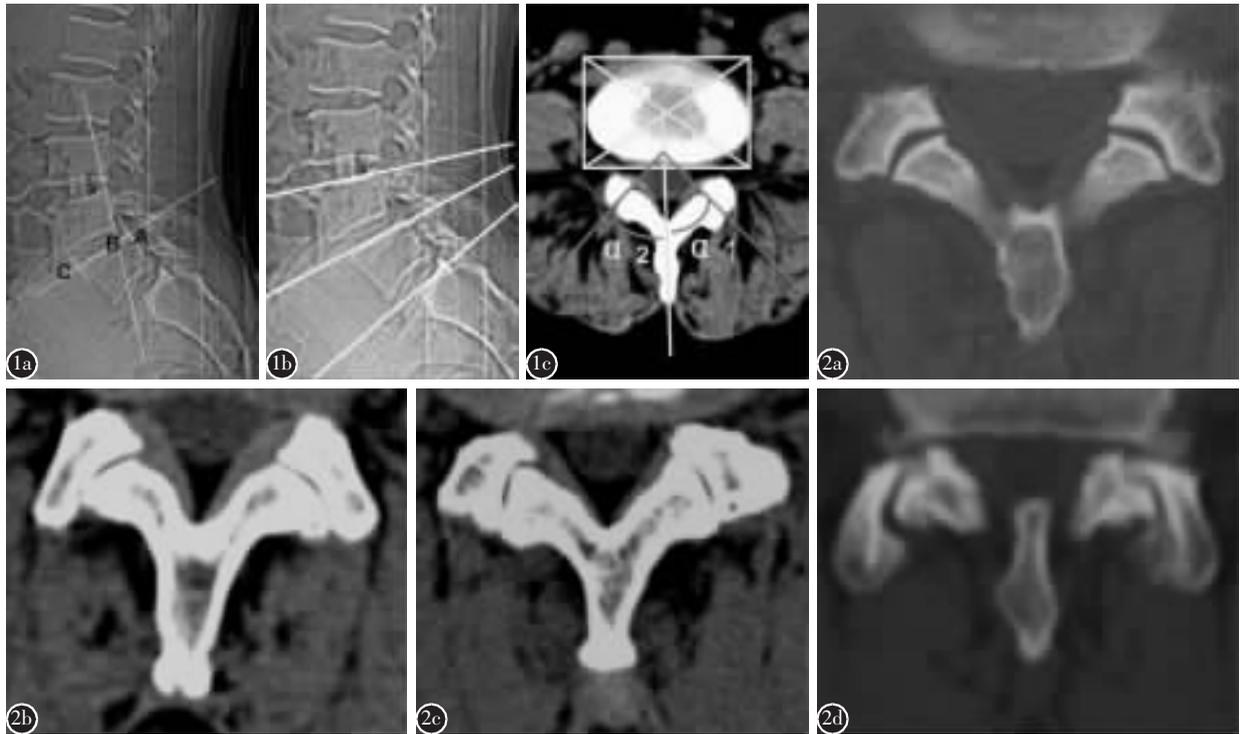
a 在矢状位腰椎 CT 定位像上测量椎体滑脱程度 (Taillard 指数), AB 为相对滑移距离, AC 为下位椎体矢状径, Taillard 指数=AB/AC b 腰椎 CT 定位像, 白色直线所选测量平面为经过下位椎体后缘且平行于下位终板的平面 c 在椎体轴位 CT 平扫图像上测量关节突关节角,  $\alpha_1$  和  $\alpha_2$  分别表示左、右侧关节突关节角, 测量结果= $(\alpha_1+\alpha_2)/2$  图 2 关节突关节轴位 CT 平扫观察关节突关节退变程度 a I 度, 正常 b II 度, 关节间隙变窄或轻度骨赘形成 c III 度, 关节软骨硬化或者中度骨赘形成 d IV 度, 明显骨赘形成
